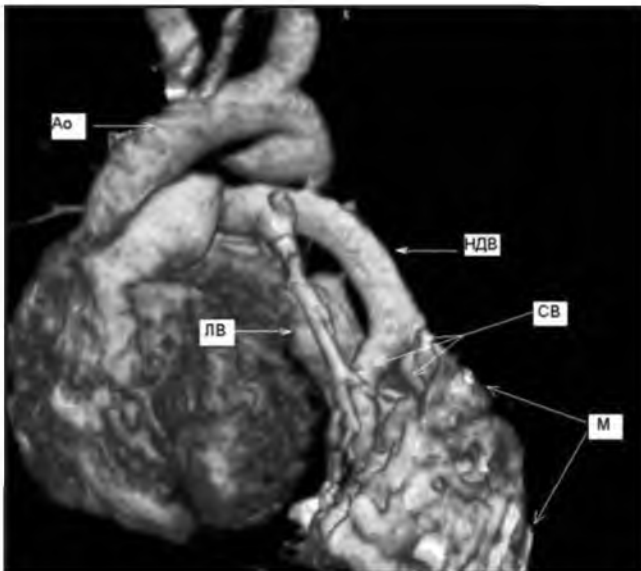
4-D реконструкция при МСКТ с контрастированием (левая косая проекция) у новорожденного с артериовенозной мальформацией в левой нижней доле легкого. Визуализированы: дуга аорты (Ао), левая легочная вена (ЛВ), левая нижнедолевая ветвь легочной артерии (НДВ) и 3 сегментарные ветви (СВ), являющиеся основными донорами мальформации (М) размерами.
